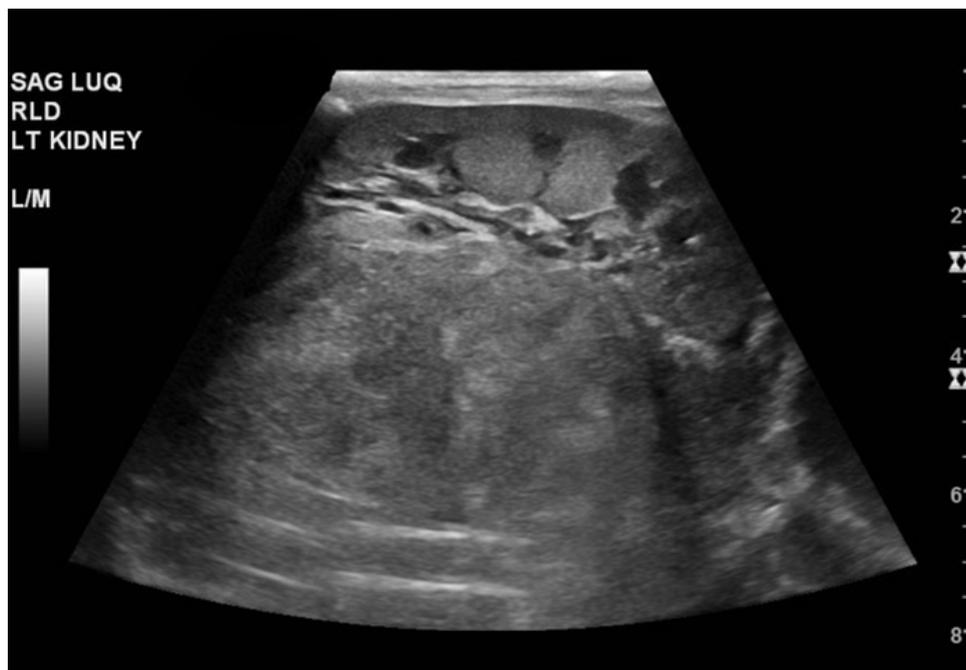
Ecografia addominale che mostra la voluminosa massa sospetta per neuroblastoma.
